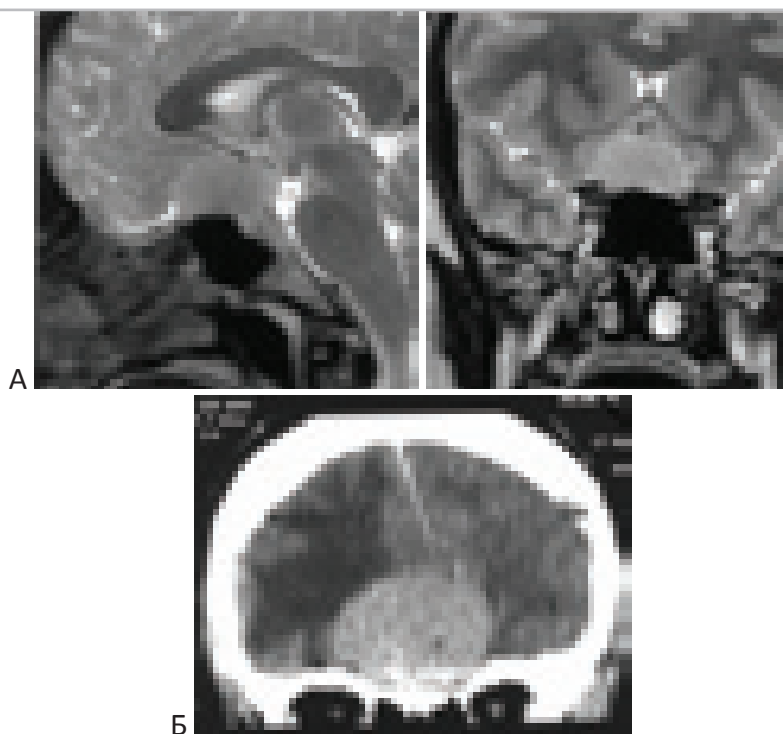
МРТ-, КТ-изображения менингиомы. “А” – МР-изображение менингиомы бугорка турецкого седла. “Б” – КТ-изображение менингиомы ольфакторной ямки.
